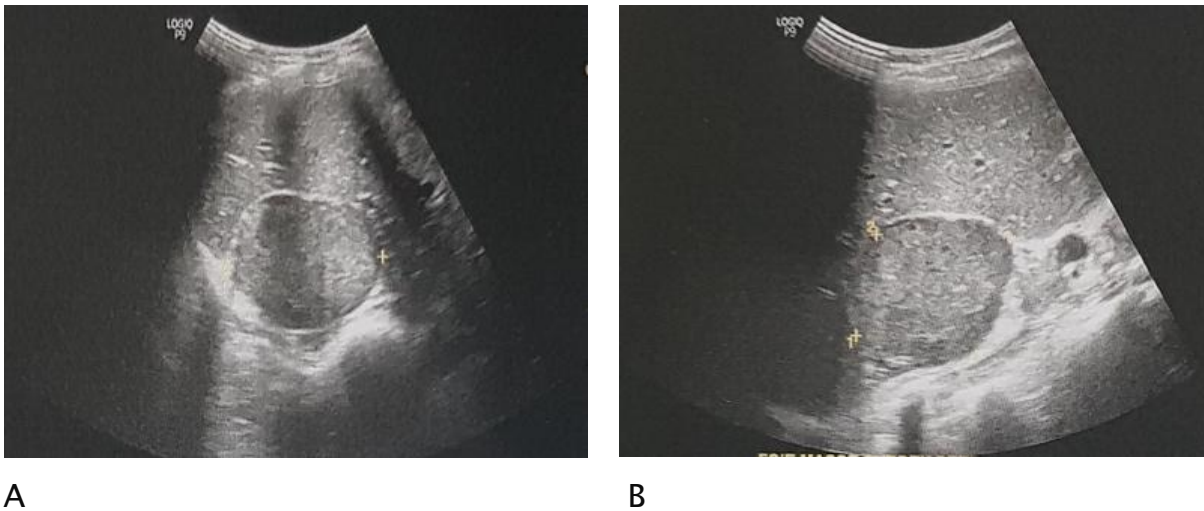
Image échographique (A et B) montrant une masse surrénalienne droite d'écho structure tissulaire hétérogène contenant des zones liquidiennes correspondant à un phéochromocytome surrénalien
